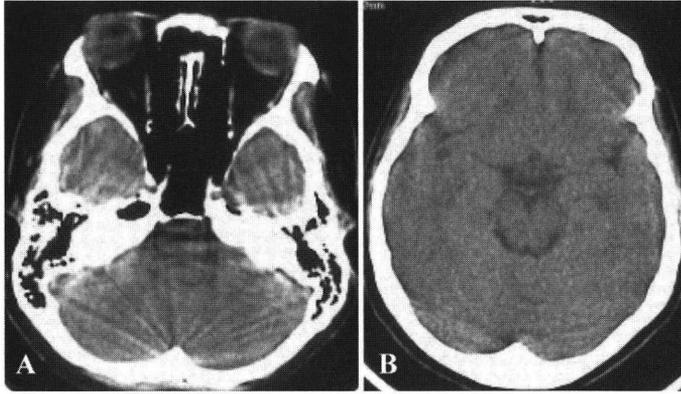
症例6の頭部CT所見：前頭洞は正常で，副鼻腔炎も認められない（A, B）。
